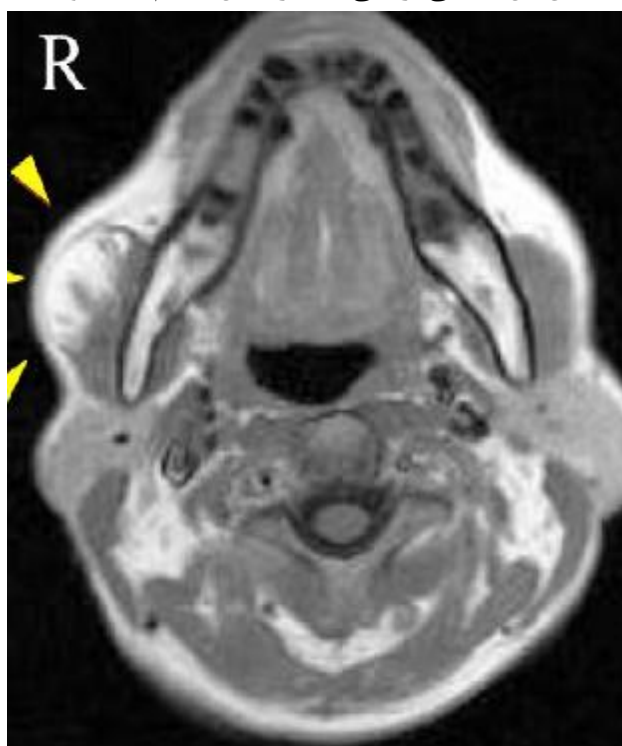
Preoperative MRI (axial T1-weighted image) showing a mass with high signal intensity. The lateral margin is fairly well-defined, but the medial margin is not well-defined.
